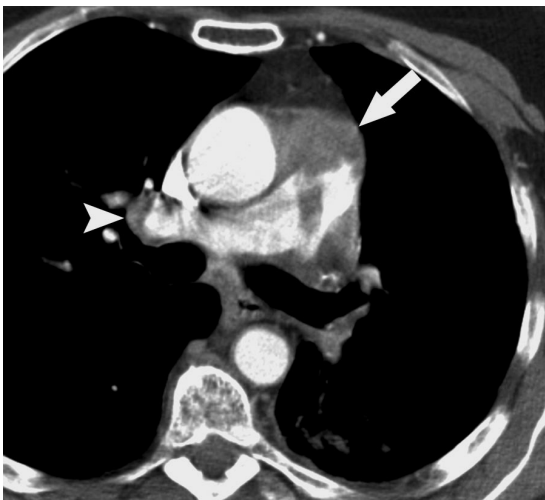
Sarcoma de la arteria pulmonar en una mujer de 65 años con disnea. La tomografía computarizada con contraste muestra una masa lobulada de aumento heterogéneo dentro de la arteria pulmonar principal (flecha). Se observa un depósito metastásico dentro de la arteria pulmonar derecha (cabeza de puente). (RadioGraphics 2004; volume 24:1219 –1238).
